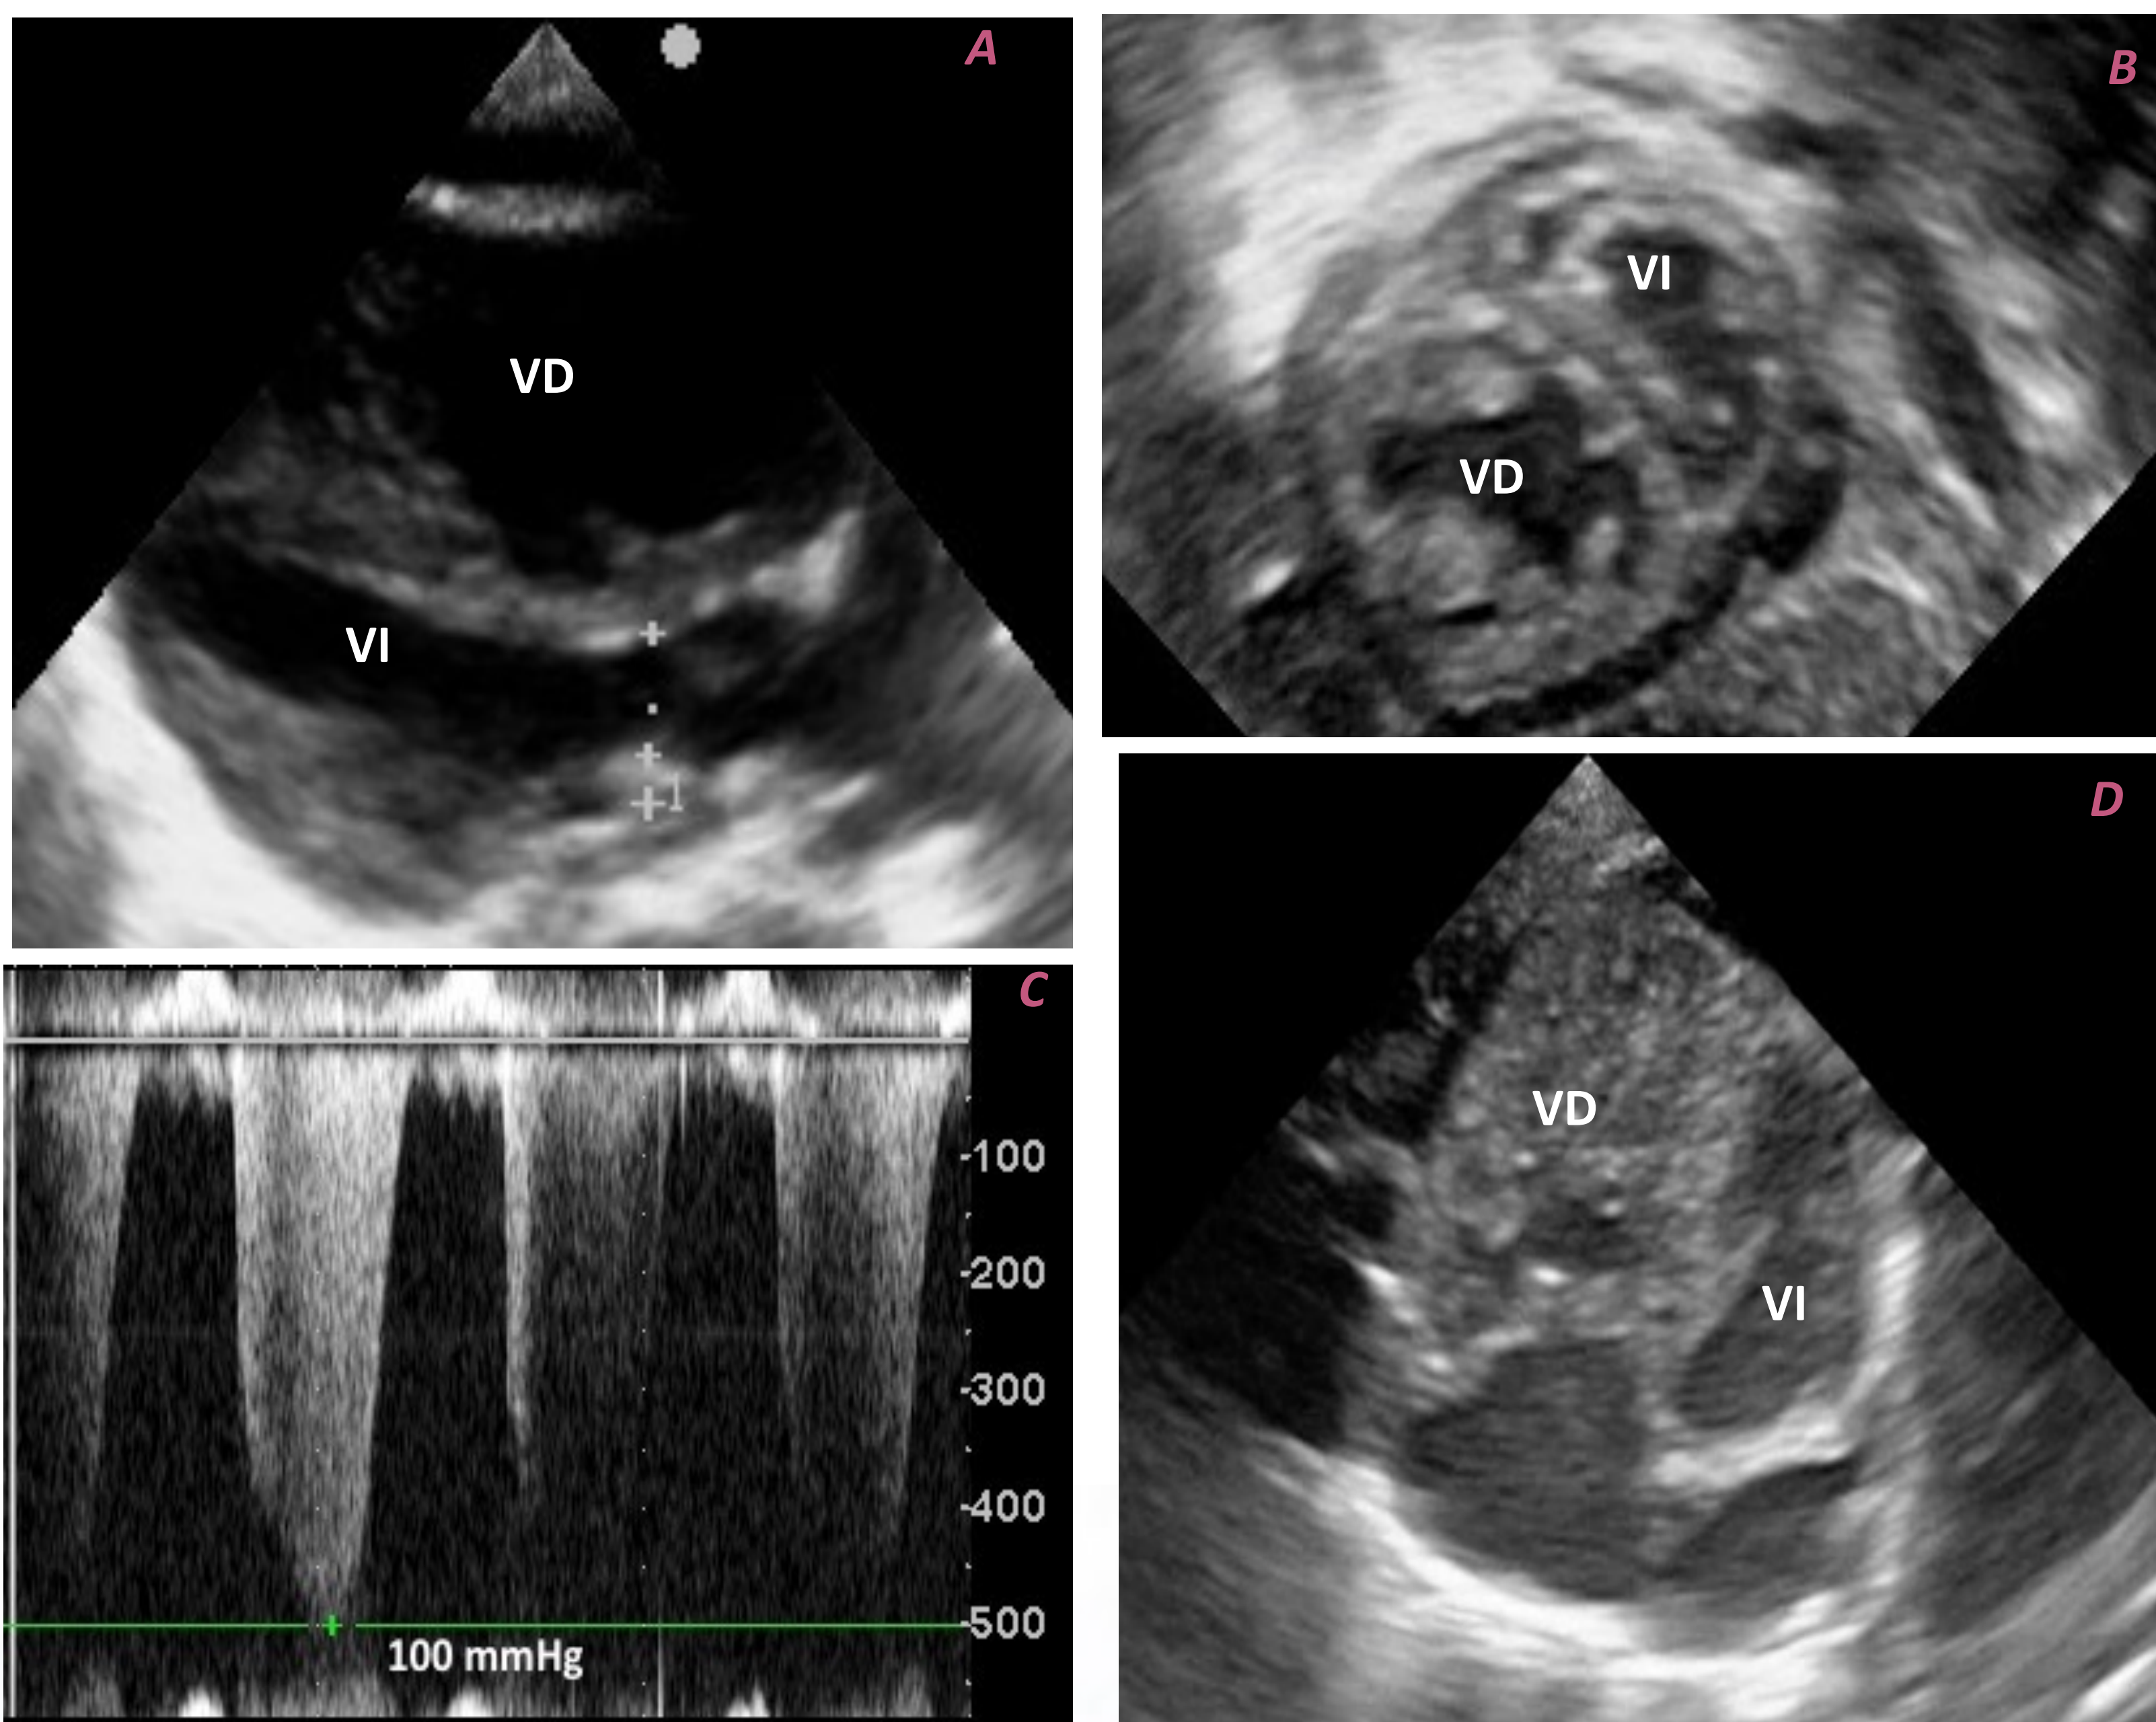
Ecocardiografía transtorácica. A. Paraesternal eje largo. VD dilatado. B. Paraesternal eje corto. Tabique interventricular tipo III, VD dilatado, derrame pericárdico leve. C. Presión pulmonar sistólica estimada por insuficiencia tricúspidea de 100 mmHg + presión AD. D. Apical 4 cámaras con hipertrofia y dilatación VD, AD dilatada.
